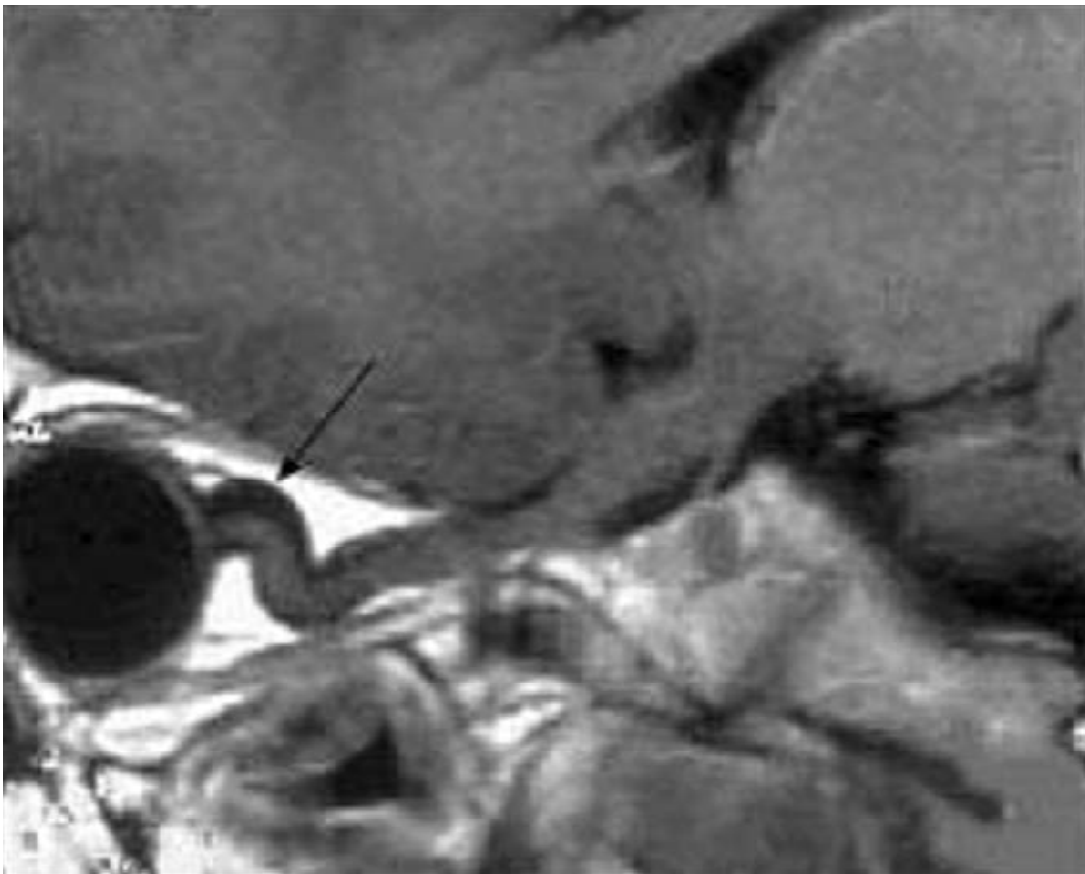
NF1. IRM orbitaire, coupe sagittale en pondération T1 : aspect tortueux du nerf optique avec élargissement des espaces arachnoïdiens en hyposignal T1 (flèche noire). (50)
